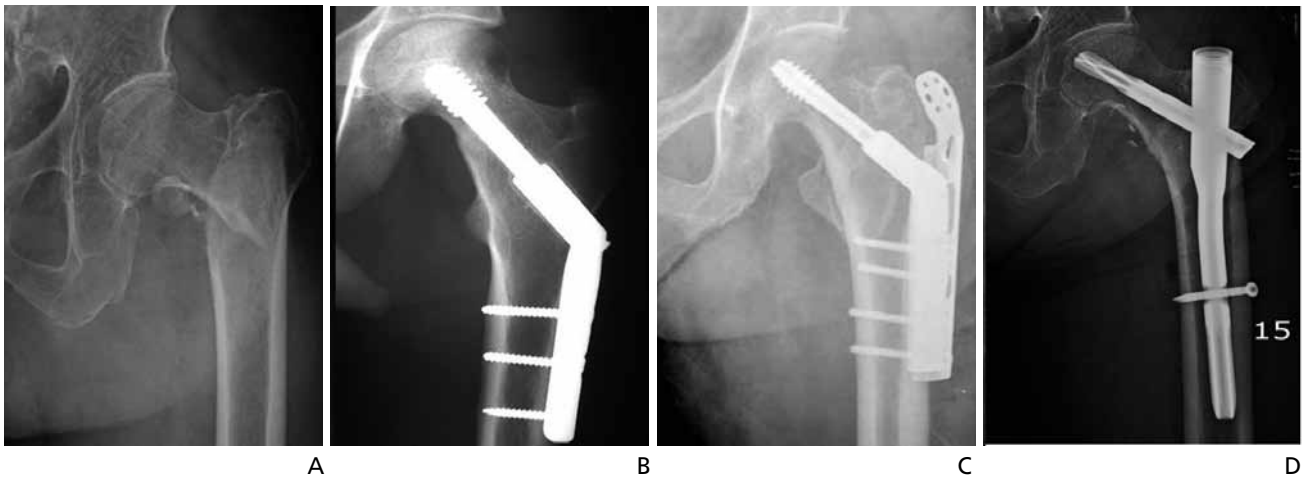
Radiographs of femur intertrochanteric fracture and various surgical methods. (A) Femur intertrochanteric fracture, (B) dynamic hip screw, (C) dynamic hip screw with TSP, and (D) proximal femoral nail.
